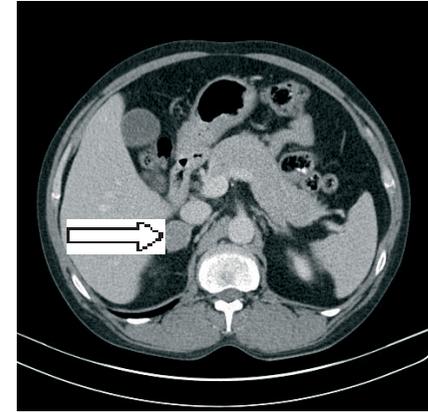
Abdomen-CT: NN-Adenom re.
